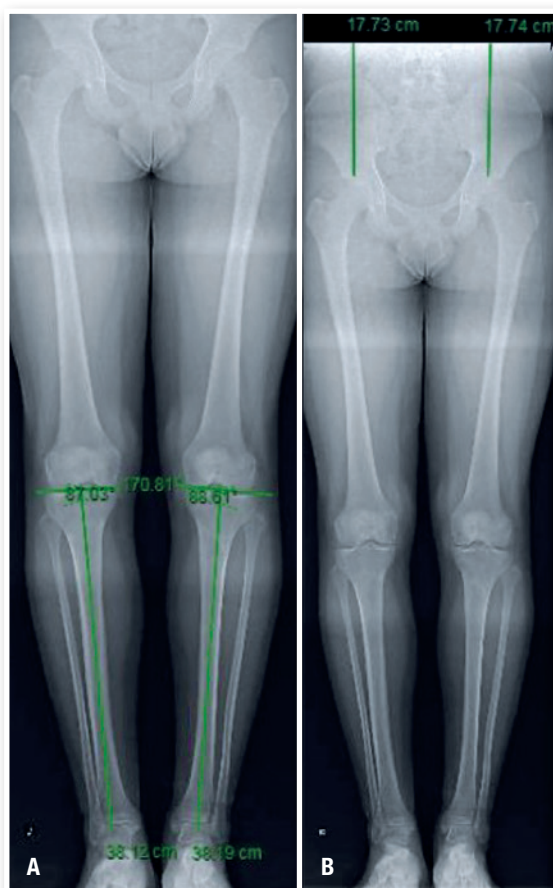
Radiografias panorâmicas do seguimento demonstrando: A) angulações MPTA direita 87° e MPTA esquerda 88° e B) ausência de assimetria dos membros inferiores.
